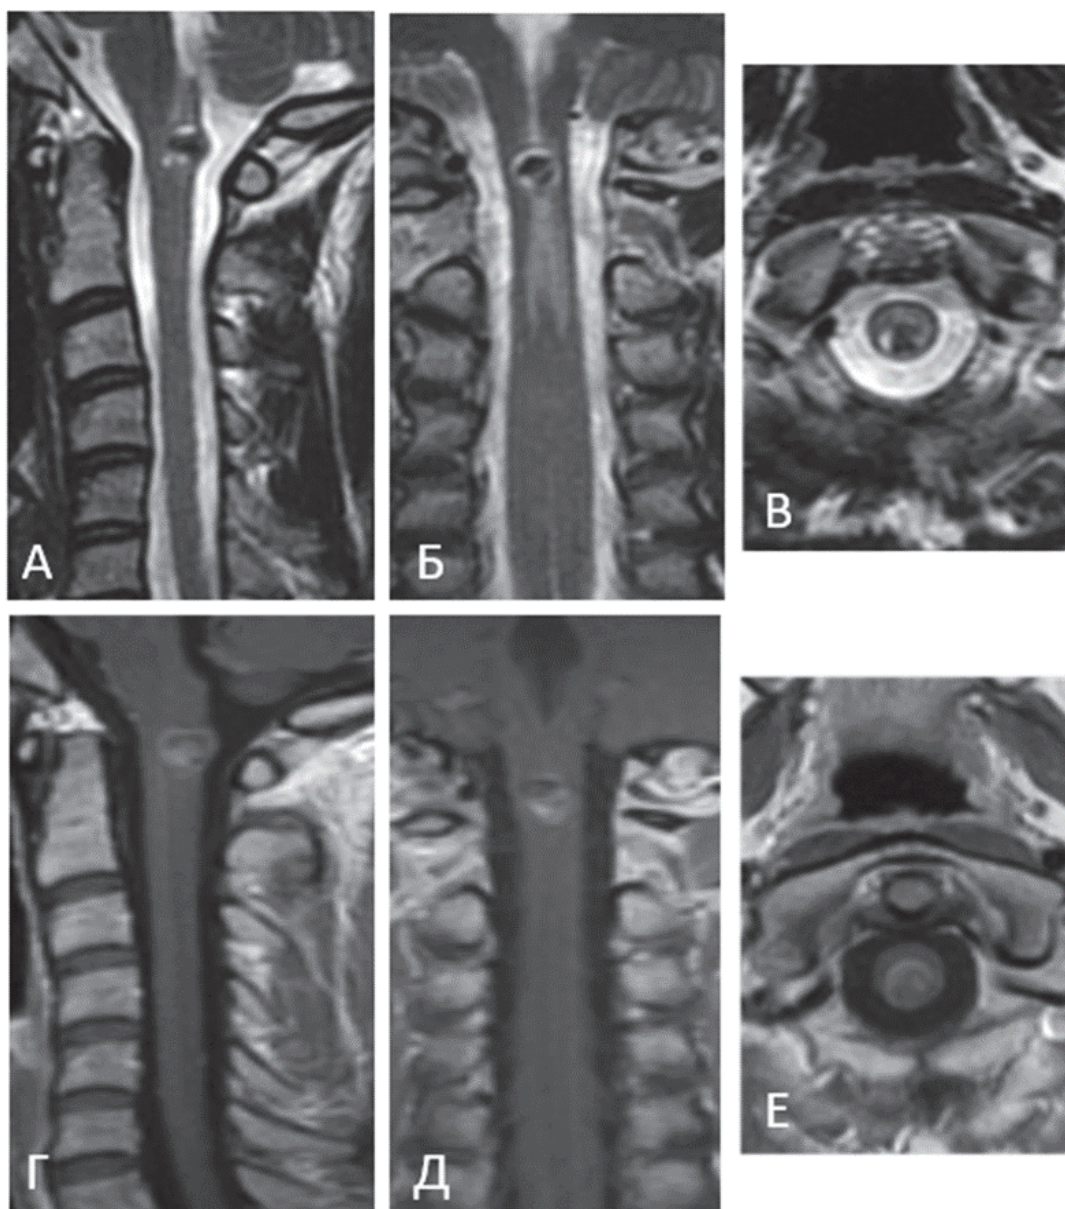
Пациентка И-ва, МРТ шейного отдела позвоночника и спинного мозга в режимах T1-ВИ (А–В) и T2-ВИ (Г–Е) в 3 проекциях: А, Г – сагиттальная проекция; Б, Д – фронтальная проекция; В, Е – аксиальная проекция. Картина интрамедуллярного объёмного образования на уровне С1 позвонка
